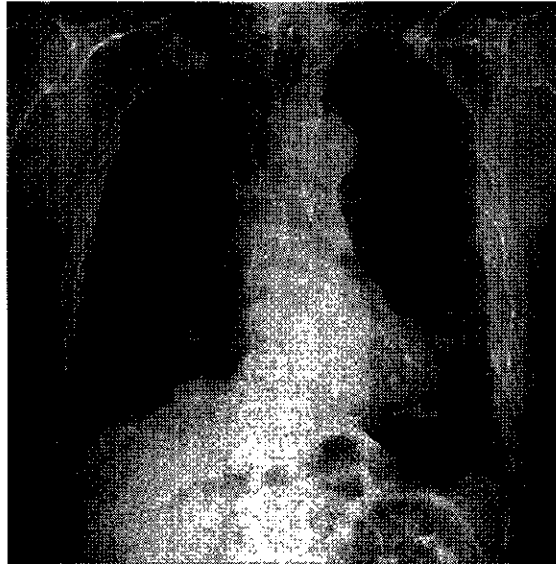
労災認定時の胸部X線：両側胸膜が肥厚し、肥厚の拡がりは左右ともに側胸壁の1/2以上に及んでいる。
